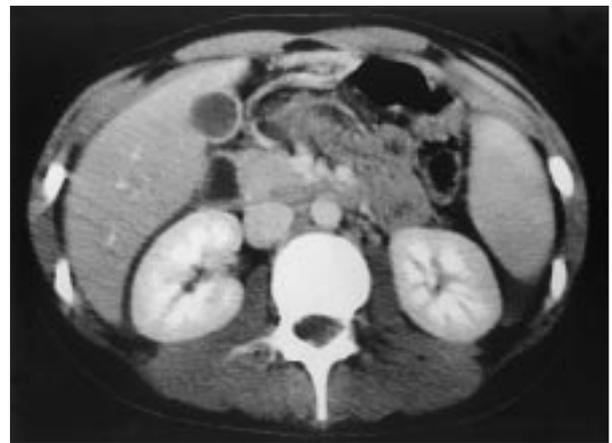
TC abdominal que demuestra líquido libre perihépatico y periesplénico. No es posible apreciar la zona de rotura esplénica.
